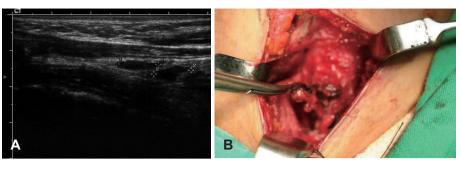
Ultrasonogram and operative photograph of case 1. Ultrasonogram (A) demonstrating longitudinal view of left thyroid bed. Operative photograph (B) showing dyed mass of left thyroid bed.
